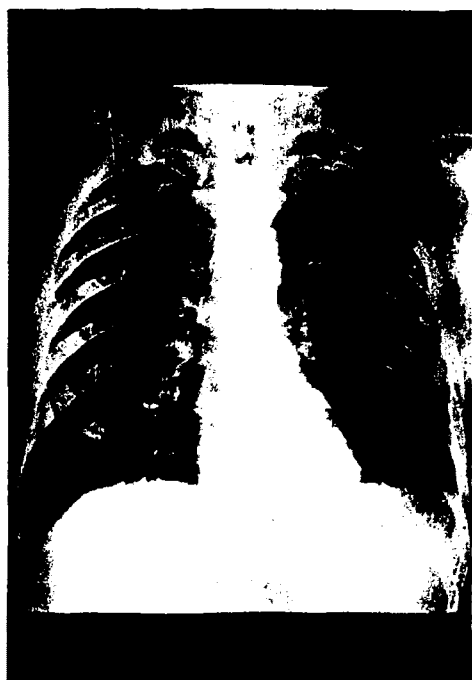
(Caso A-19). Radiografía practicada al ingresar. Es un ejemplo típico de atelectasias pulmonares bilaterales en las bases. Esta imagen es de gran ayuda diagnóstica en los casos dudosos.
